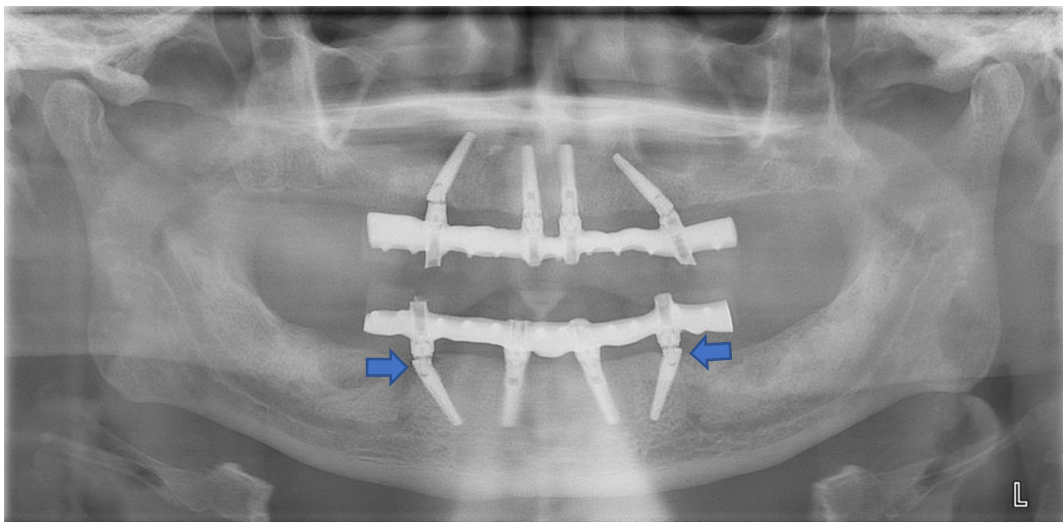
Implants Co-Axis® External HEX 12° placés en avant des foramens mentonniers. A noter le platform shift distal à l'interface implant-pilier bien visible sur cette radiographie et caractéristique de ce système (flèches). Remerciements au Dr Jean-Pierre Gardella.
